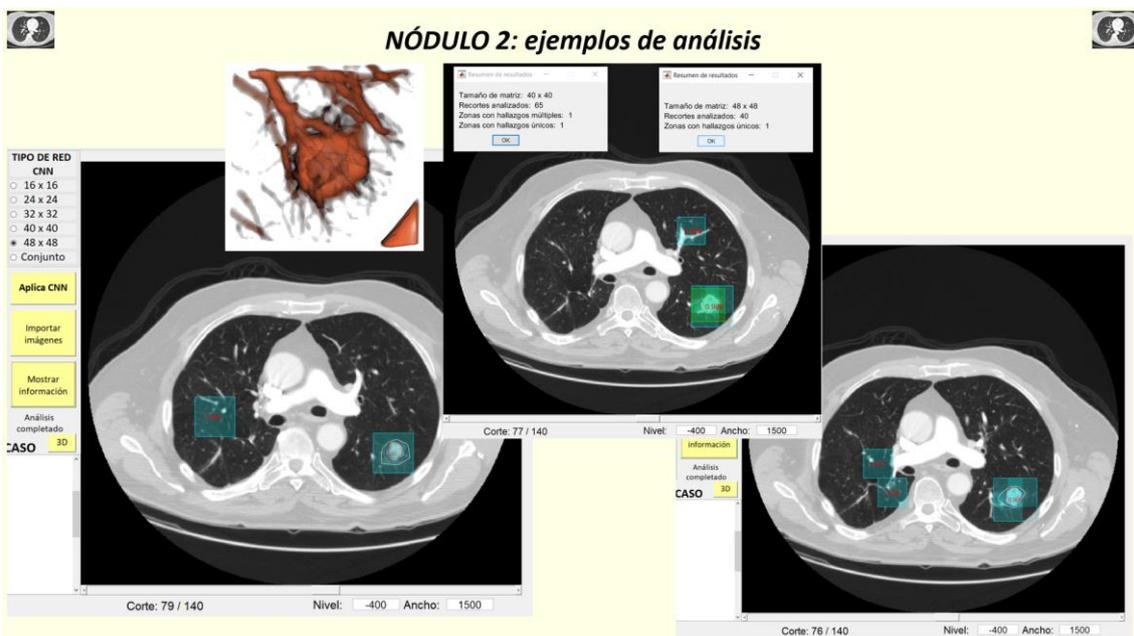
Casos TC de tórax. Caso 7: ejemplos de análisis del nódulo 2
